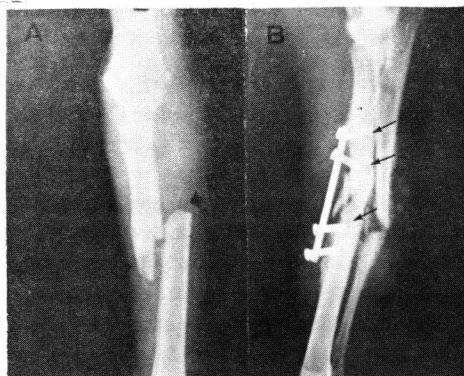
Radiografia do antebraço direito, (A) imediatamente após traumatismo, mostrando fratura completa rádio-ulnar com sobreposição dos extremos e, (B) 1 mês após a redução; evidenciam do proliferação periosteal e rejeição dos implantes.
